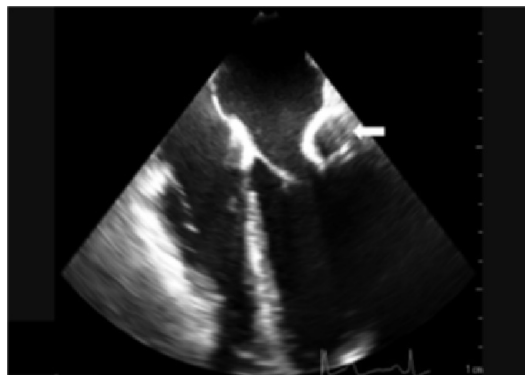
Vista por ecocardiografía transesofágica de válvula mitral. A nivel del anillo mitral en relación con el velo posterior, se evidencia lesión redondeada con borde ecolúcido e interior libre de eco. Necrosis licuefactiva con calcificación del anillo mitral.
